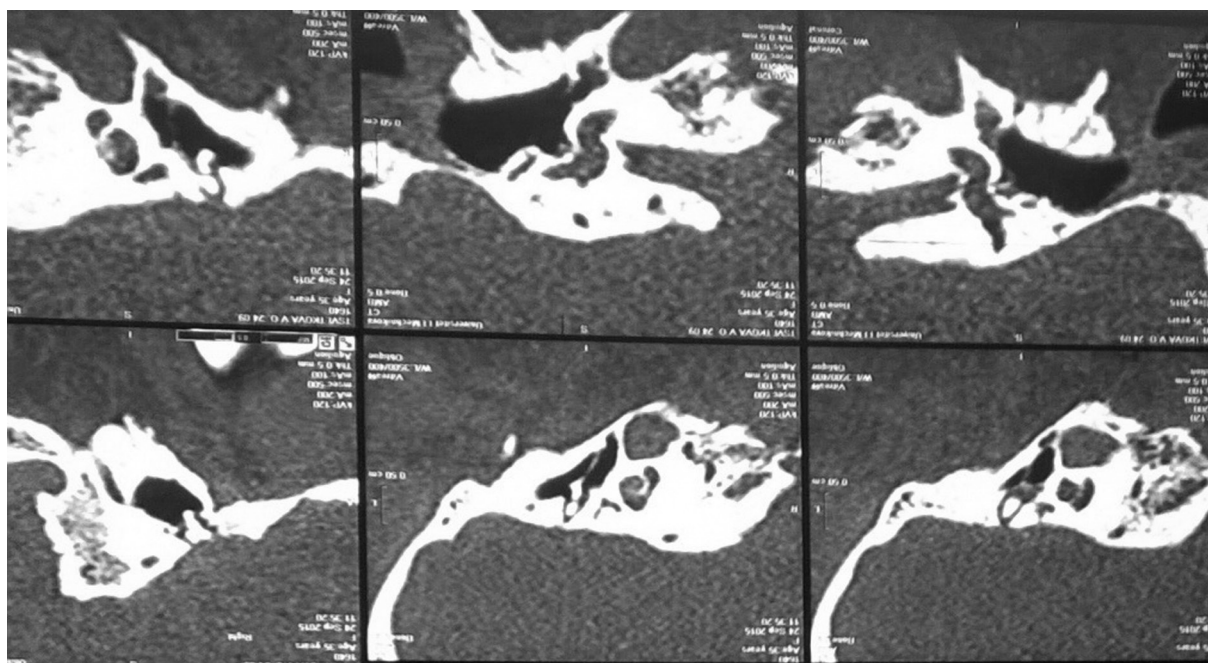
Строение среднего уха пробанда по результатам компьютерной томографии
